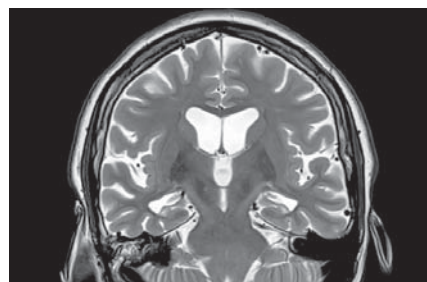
IRM T2WI, cor. Atrofia ariei hipocampale bilateral
